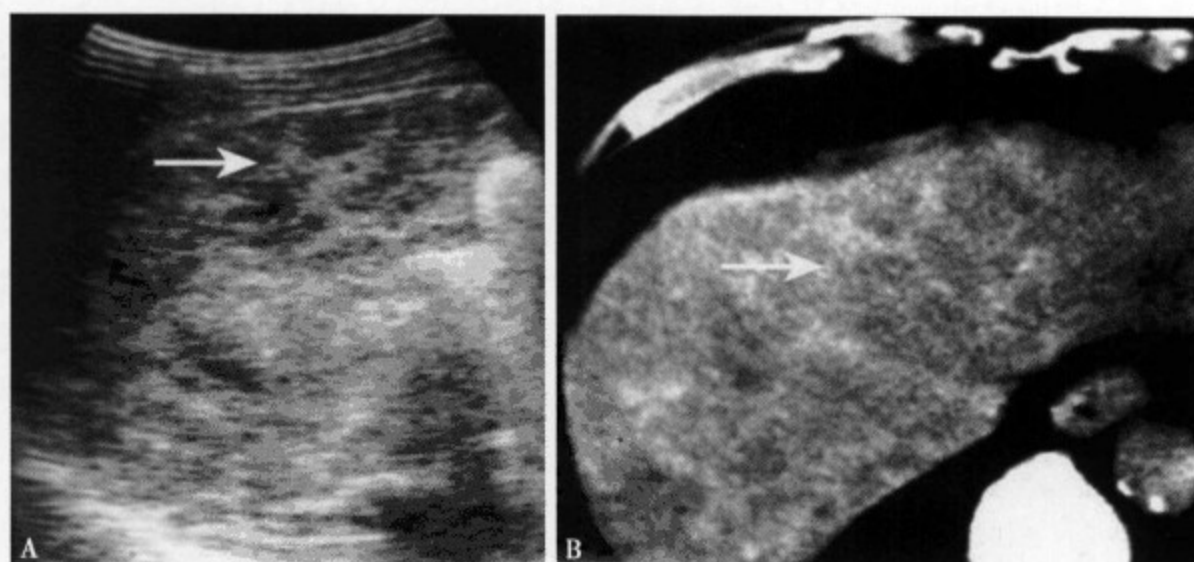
肝血吸虫病: US (A) 显示肝实质内网格状或龟板样高回声, 边界不清; 增强 CT (B) 显示肝包膜及肝实质内网格状强化
